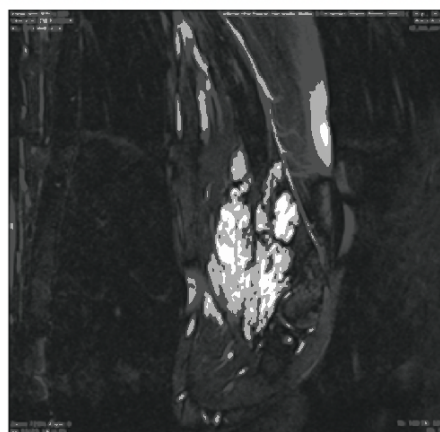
RMN que demonstra malformação venosa no membro superior
